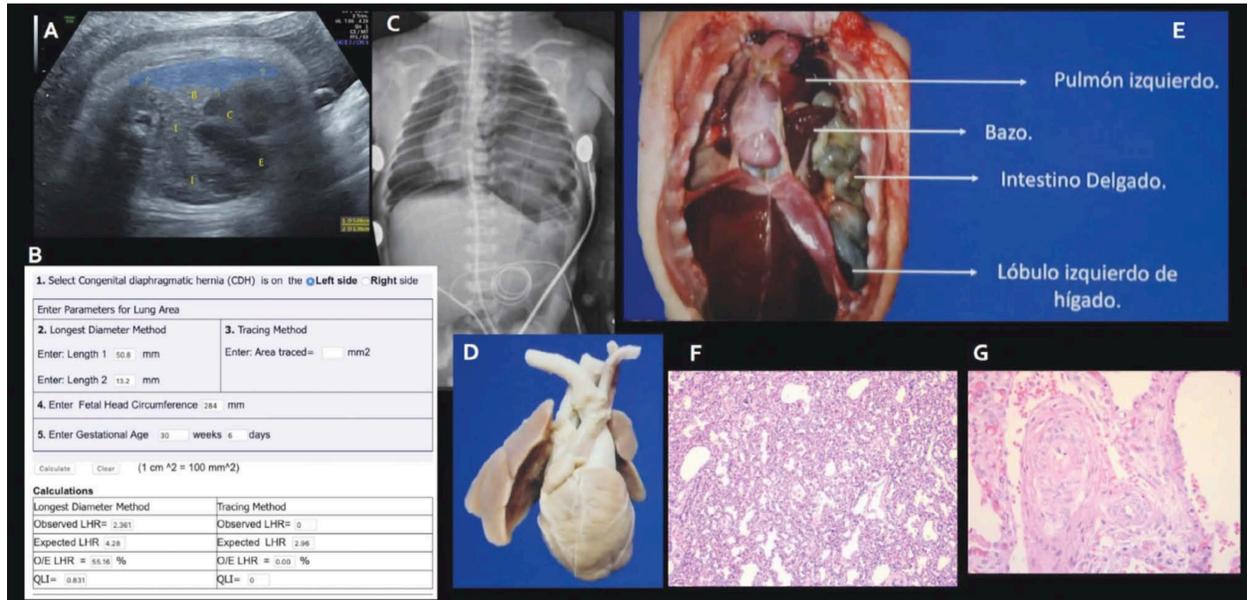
HDC severa. A. Ultrasonido fetal en azul marcada la circunferencia del pulmón sano. B. Calculadora que estima el pulmón observado y esperado de acuerdo al LHR a las 31 SDEG. C. Radiografía postnatal con hernia diafrágica severa con desplazamiento a la derecha del corazón. D. Crecimiento de cavidades derechas. E. Espécimen de patología demostrando intestino, bazo y lóbulo izquierdo del hígado. F. Atelectasias, congestión, membranas hialinas y hemorragia pulmonar. G. Hiperplasia concéntrica arteriolar. Imágenes de Patología cortesía del Dr. Guillermo Ramón García, Patología, HIMFG. PAC® Neonatología 5.
